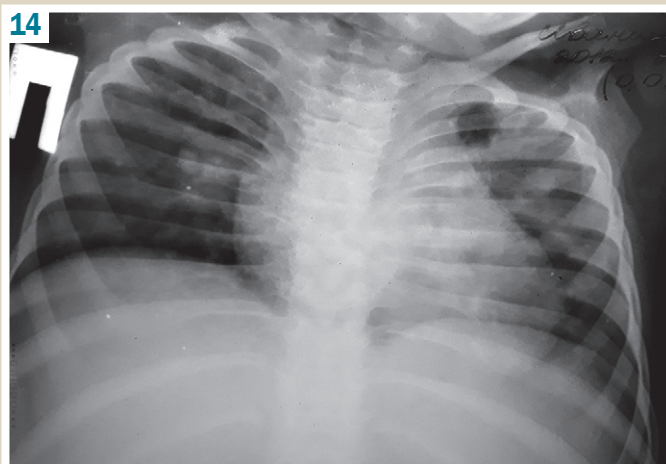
Рентгенологічне обстеження легень через 2 тижні курсу НАБТ: у верхній частині лівої легені інфільтрація частково розсмокталась, структура лівого кореня покращилась, у правому корені – звапнені внутрішньогрудинні лімфатичні вузли.
